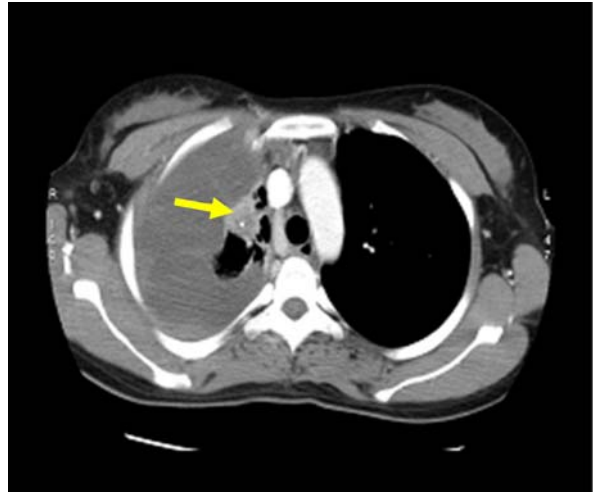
3. Initial chest CT scan demonstrates about 2cm sized nodule in right upper lobe with ipsilateral massive pleural effusion.
